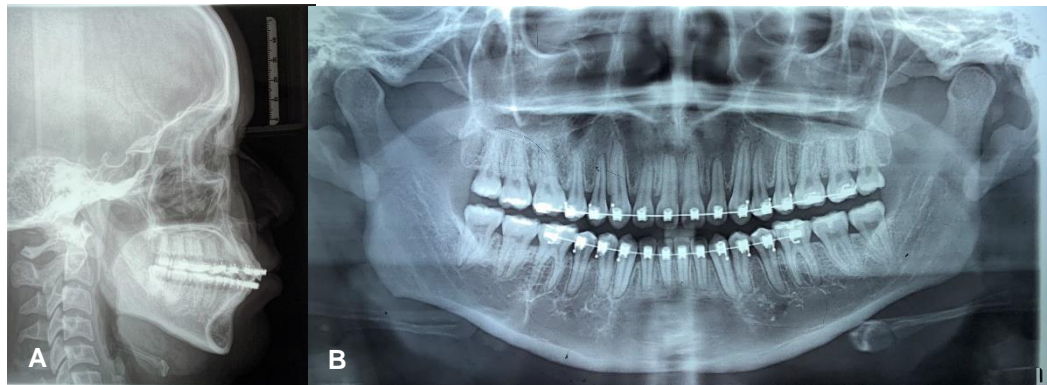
A. radiografía lateral de cráneo final. B. ortopantomografía
